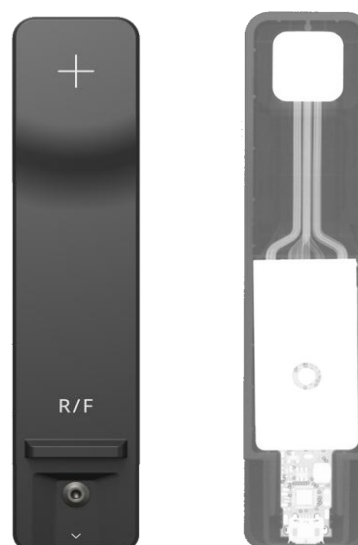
Mako RF プローブ外観と X線透過像
